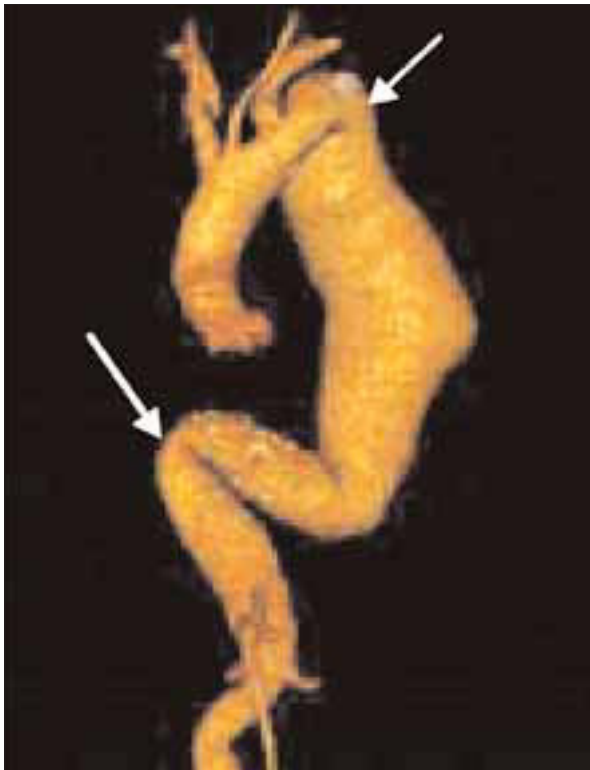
Imagen de una angiotomografía computarizada que muestra la gran tortuosidad de un aneurisma de la aorta torácica, que se produce comúnmente al final del cayado aórtico, tras la subclavía izquierda y próximo al hiato diafragmático (flechas).
